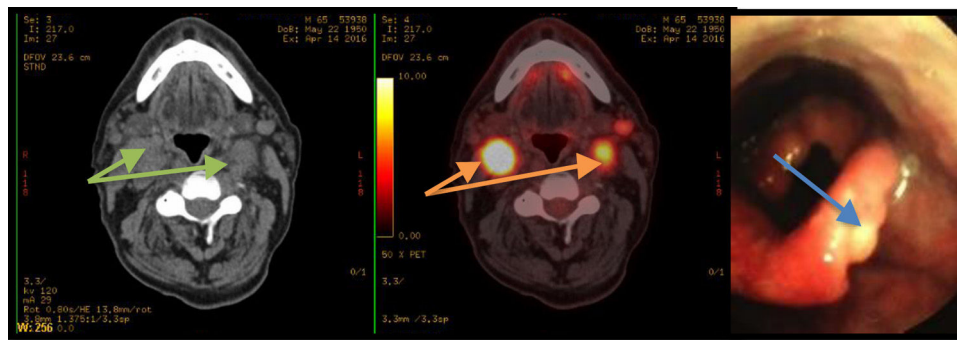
Flechas verdes: TAC, adenopatías patológicas en niveles II-III bilaterales. Flechas naranjas: captación patológica de dichas adenopatías en PET. Flecha azul: lesión en borde libre epiglótico. El color de esta figura solo puede apreciarse en la versión electrónica del artículo.
